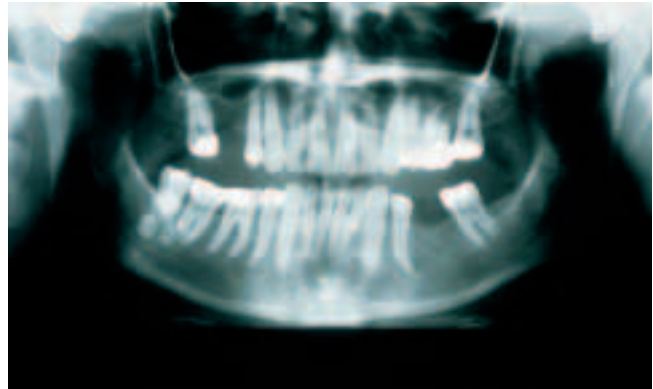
Die Panoramaschichtaufnahme zeigt mehrere zirkuläre röntgendichte Strukturen in der apikalen Region des Weisheitszahnese 48.
